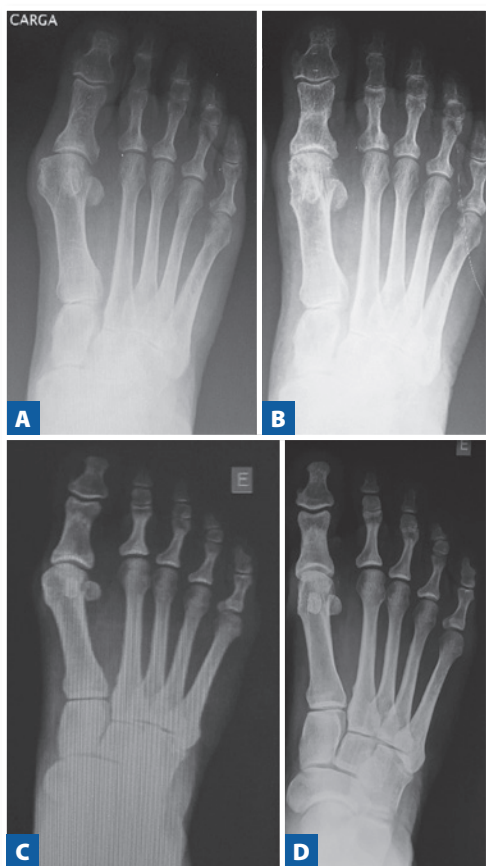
(A e B) Radiografia pré-operatória em anteroposterior e pós-operatória com 28 meses de evolução. (C e D) Radiografia pré-operatória em anteroposterior e pós-operatória com 25 meses de evolução.
